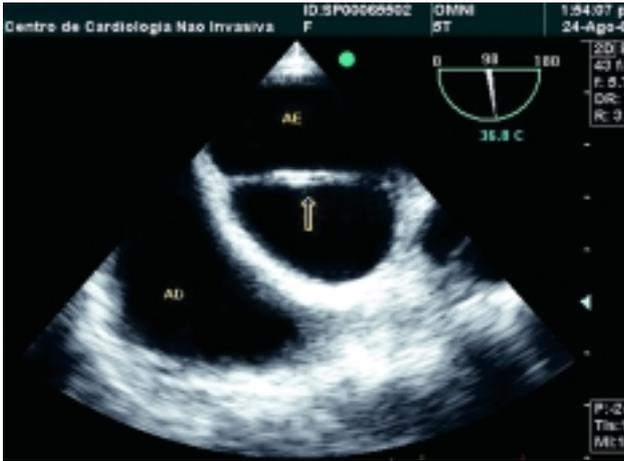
Corte dos átrios ao ecocardiograma transesofágico mostrando falso tendão no interior do átrio esquerdo (caso 2).
